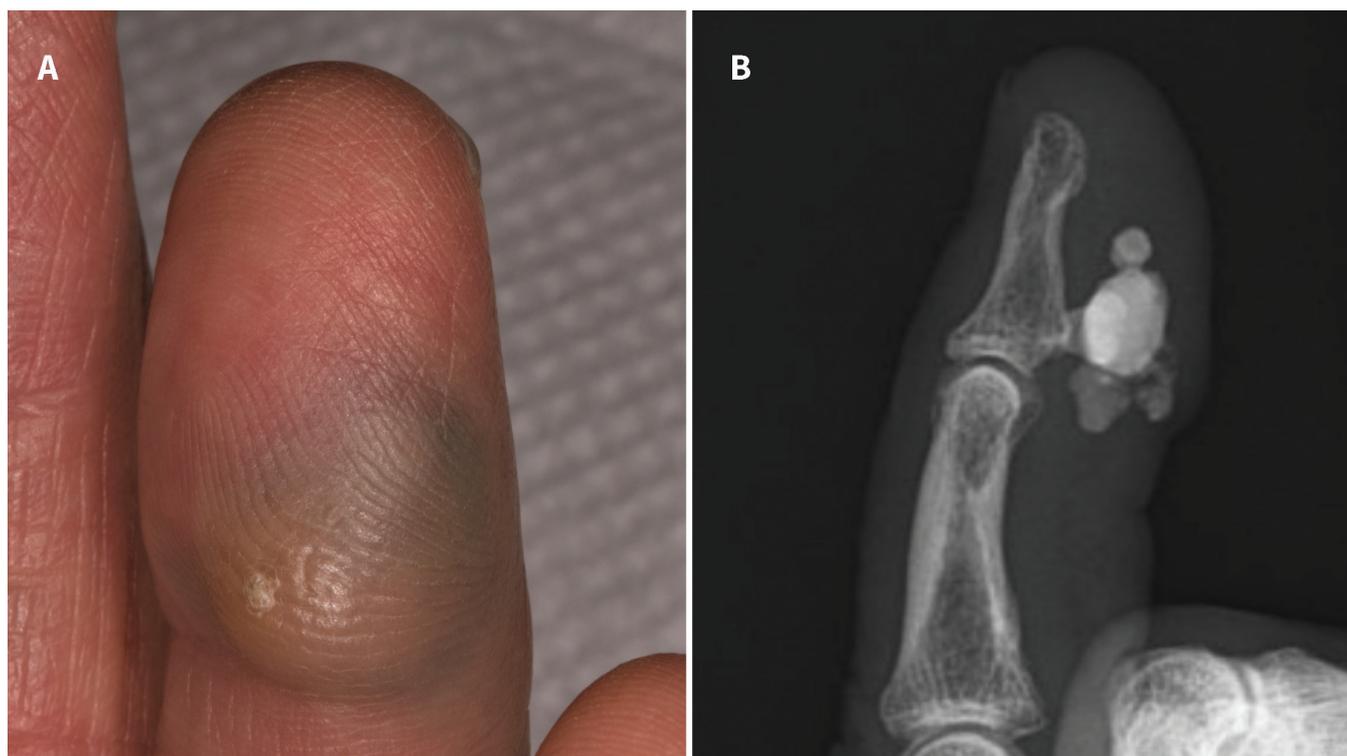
Images cliniques et radiographiques d'un granulome induit par la mine d'un crayon chez un homme de 72 ans. (A) Nous avons observé une lésion bleutée de 20 mm de diamètre sur la face palmaire de l'annulaire. (B) Radiographie du doigt touché montrant des dépôts calciques bien circonscrits et multiloculaires sans destruction osseuse.
